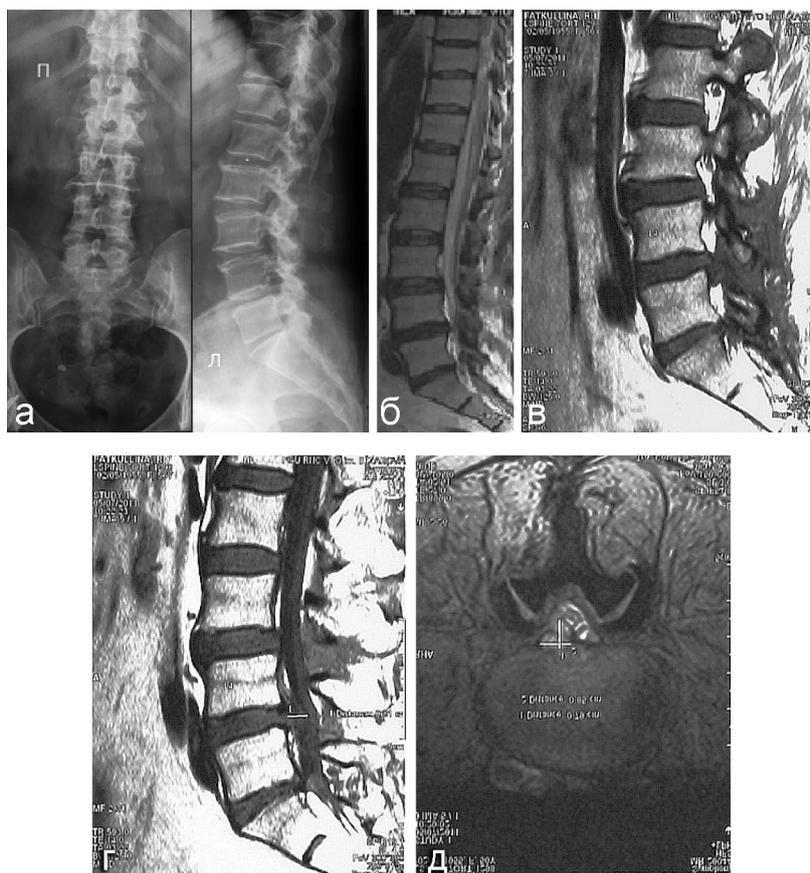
Рентгенограммы (а) и томограммы (б-д) позвоночника больной Ф., 56 лет
